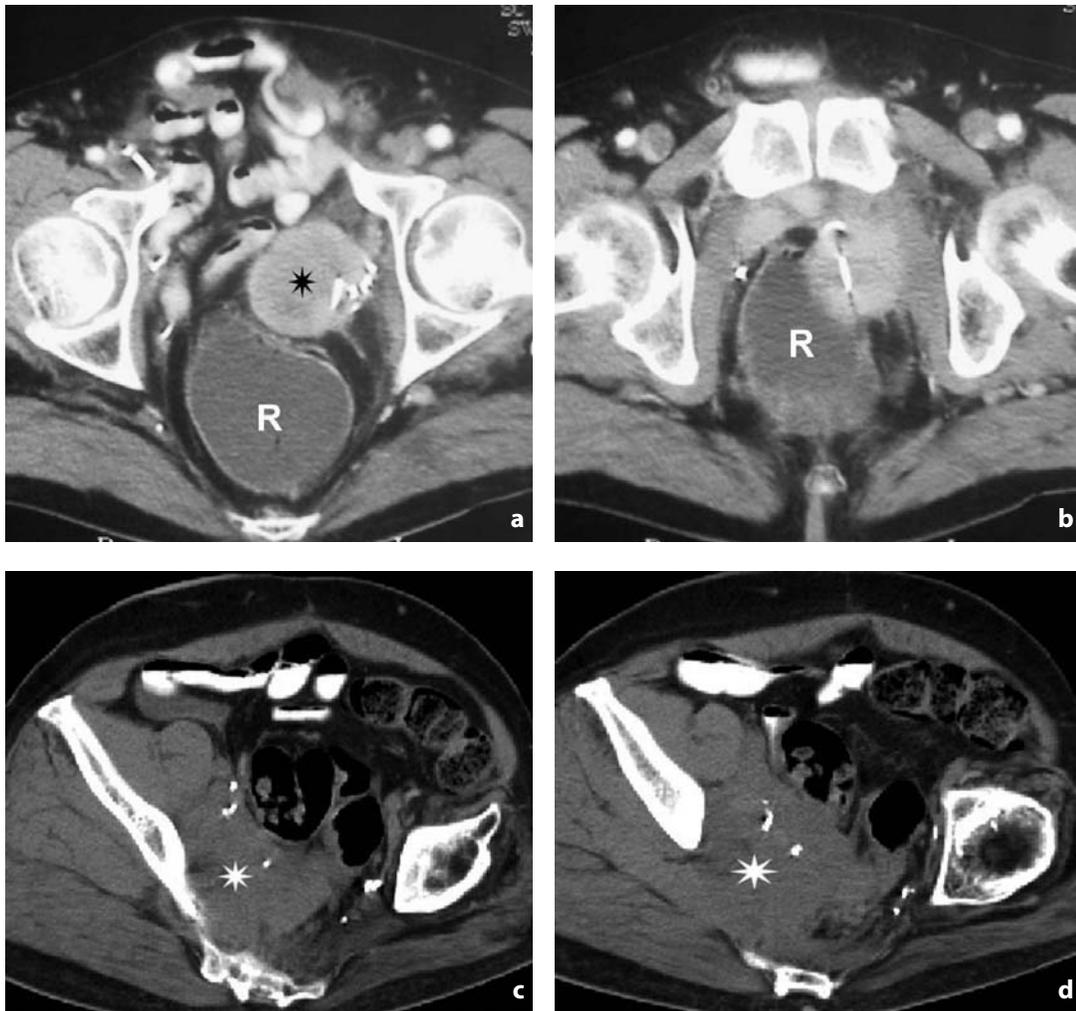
Tomografia computerizzata. Recidiva locale dopo cistectomia radicale. a-b Nodulo rotondeggiante (asterisco) in corrispondenza di clip metalliche di precedente intervento chirurgico. R = retto. c-d Altro paziente. Estesa recidiva (asterisco) interessa l'emipelvi destra
